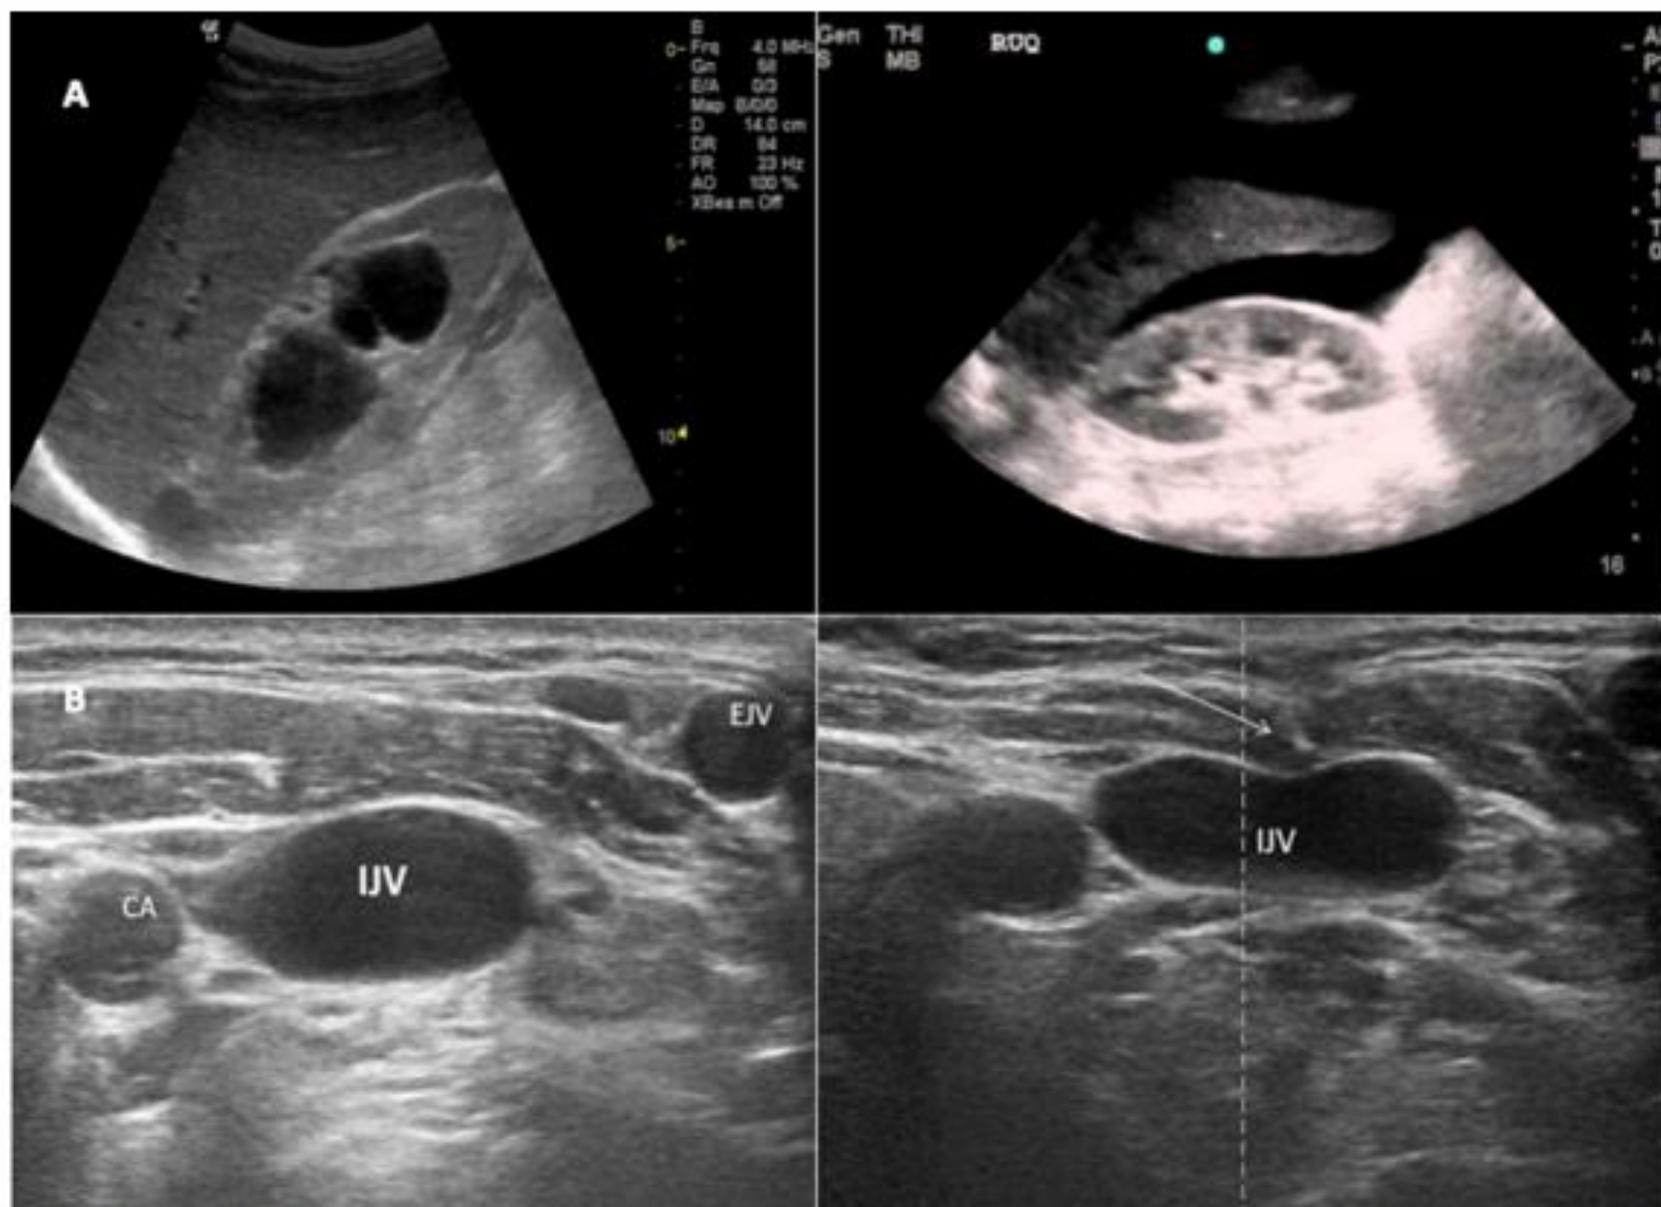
Panels A abdominal ultrasound: images obtained using low-frequency curvilinear probe placed over the right, subcostal area, mid-axillary line with orientation marker pointing cranially. Left: severe hydronephrosis of the right kidney. Right: free fluid in the hepatorenal recess. Panels B vascular ultrasound. Left: short-axis view of the right internal jugular vein (IJV), external jugular vein (EJV) and carotid artery (CA). Right: out-of-plane puncture of the internal jugular vein (IJV) the arrow shows the pressure on the anterior wall of the vein of the tip of the needle
